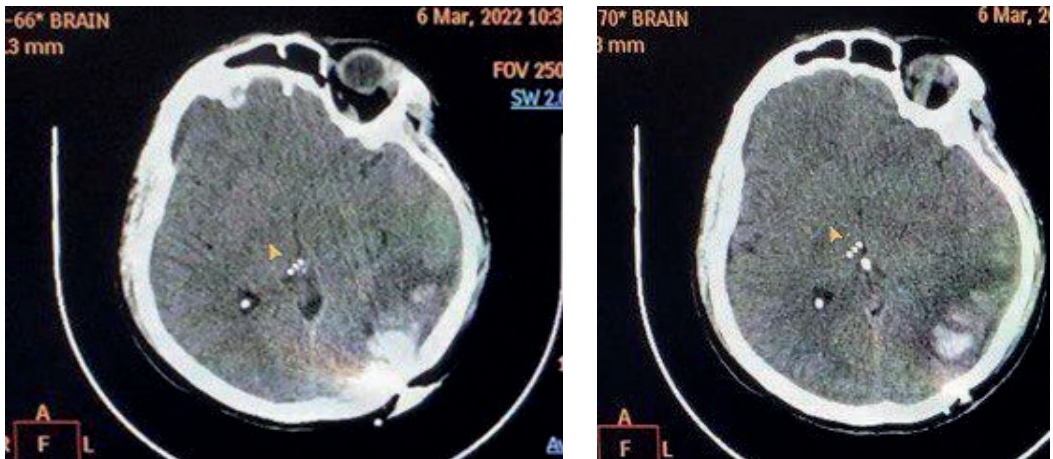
Комп'ютерні томограми пацієнтки А. Внутрішньомозковий крововилив в лівій потиличній частці, субарахноїдальний крововилив. Набряк головного мозку.
